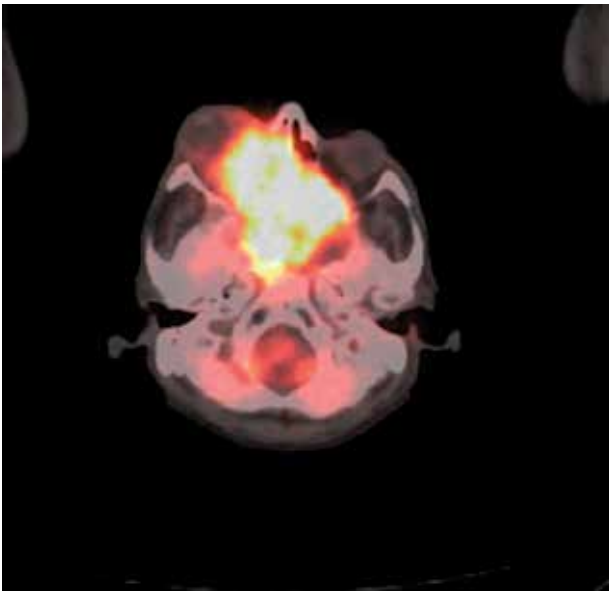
PET/TC: Proceso expansivo tumoral con componente lítico asociado intensamente hipermetabólico que compromete la base del cráneo en su porción anterior, órbita derecha y base de ambos lóbulos frontales con un SUVmax 10.7.
